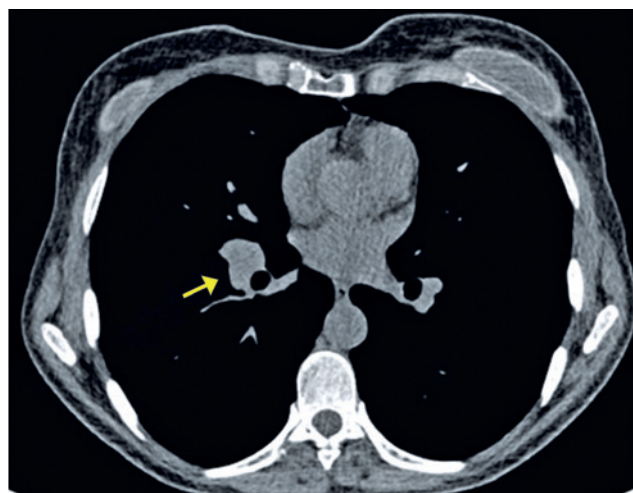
Paciente com 52 anos com COVID-19 apresentando dispneia, febre e mialgia há 3 dias. Tomografia computadorizada demonstra linfadenomegalia hilar à direita (seta)
